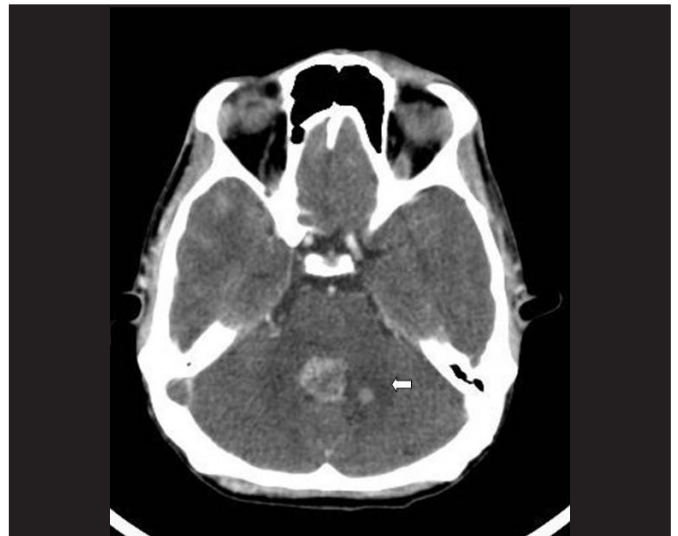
Tomografia computadorizada de crânio com contraste no corte axial que evidenciou massa no 4º ventrículo.
